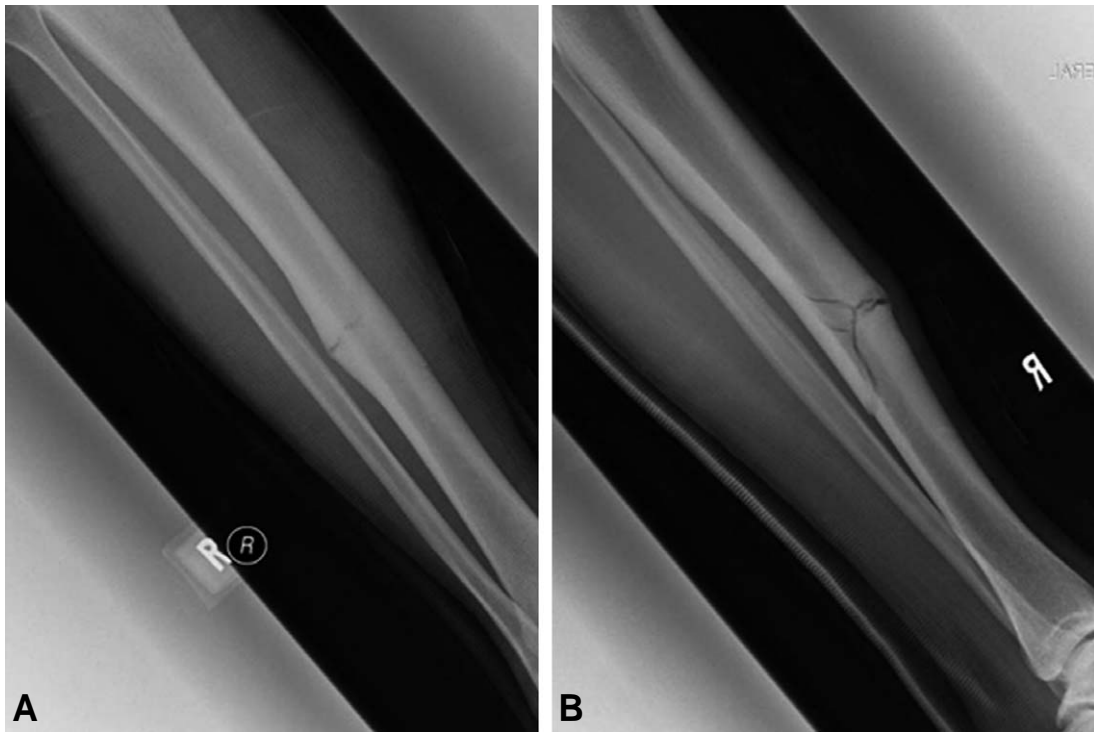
Plain radiographs were taken 2 months after return to previous activity at 6 months after 1st operation. Comminution fracture extended to posterior cortex along a "Dreaded black line" on AP (A) and lateral (B) views.
